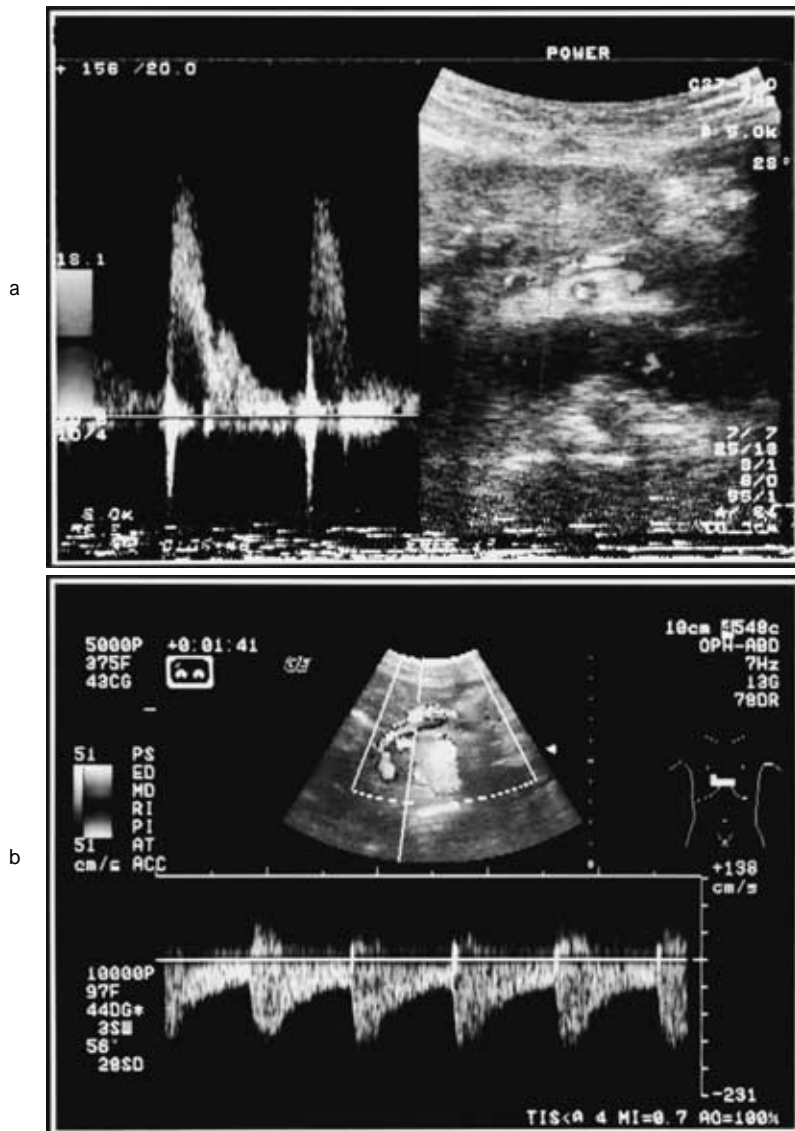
Doppler ultrasonography
